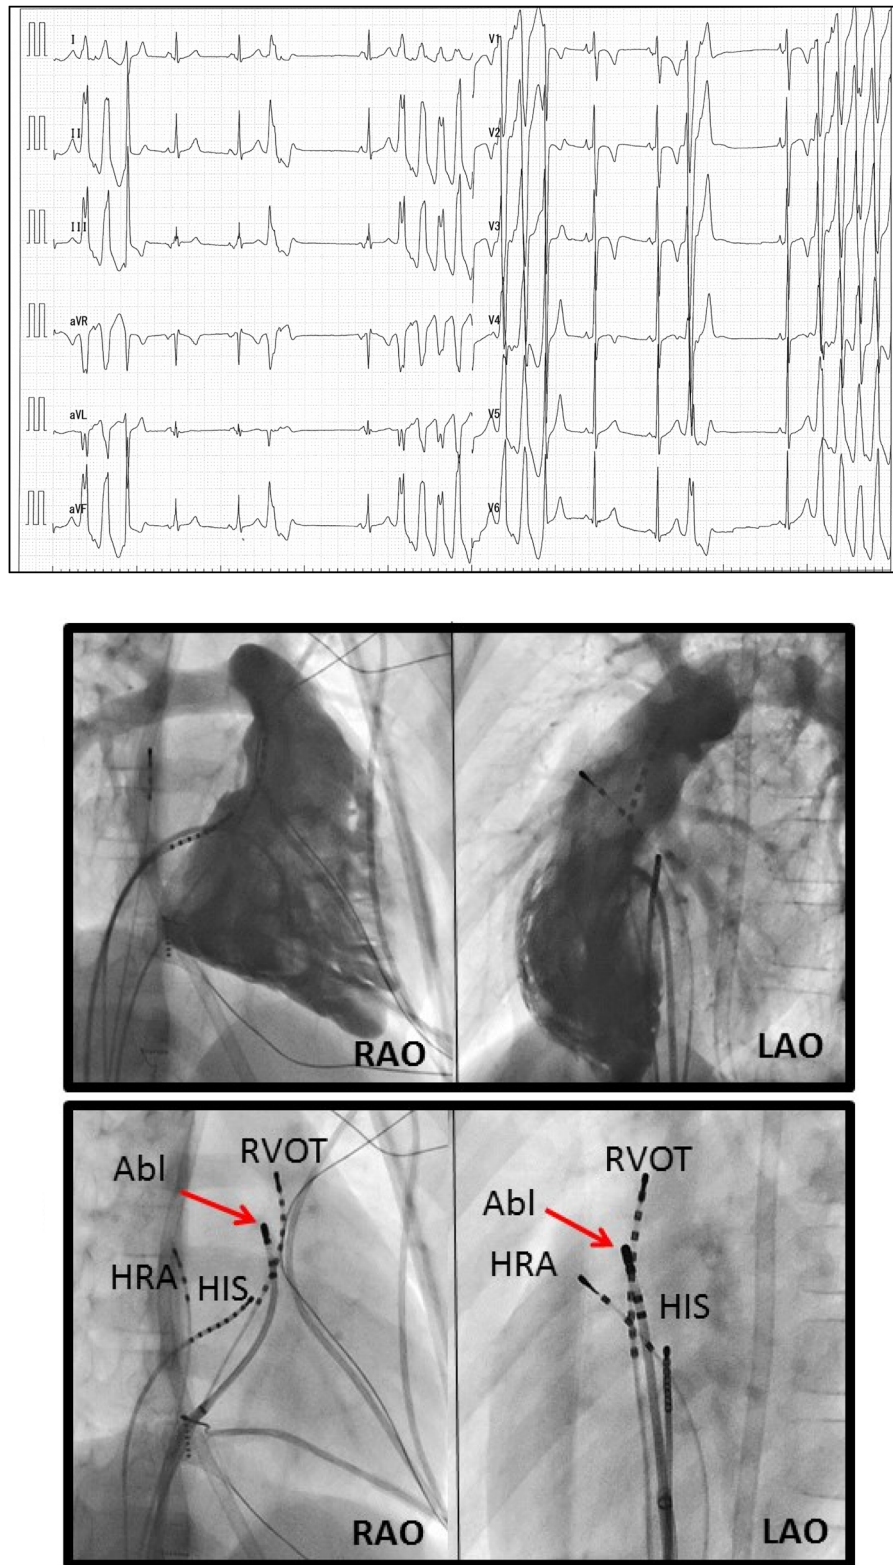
Upper: Angiogram of a structurally normal right ventricle. Bottom: Roentgenogram of a successfully ablated point (arrows) and setting of electrophysiological catheters. HRA: high right atrium; HIS: his bundle; RVOT: right ventricle outflow; Abl: irrigated ablation catheter; RAO: 30° right anterior oblique; LAO: 60° left anterior oblique.
